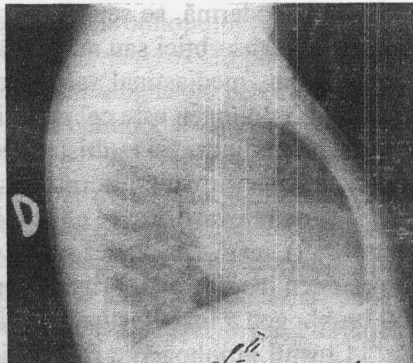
Radiografie toracică profil
